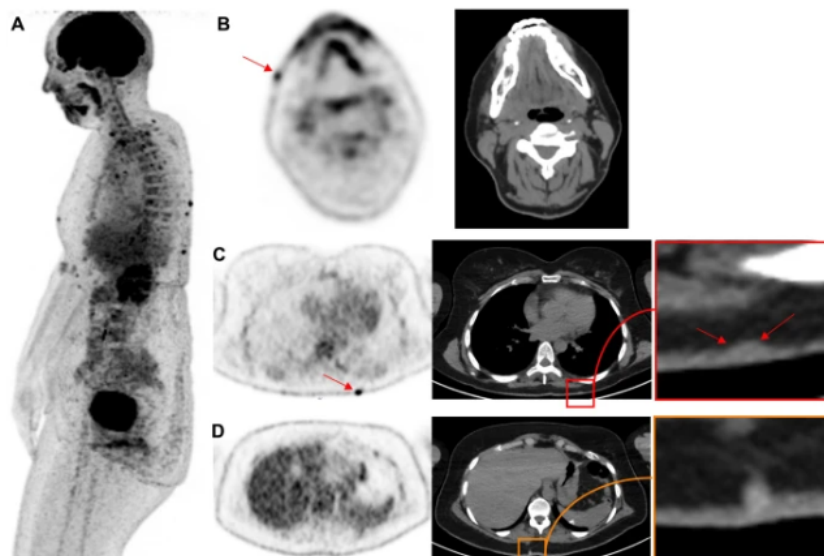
PET false positives. Σημάδια ακμής στο πρόσωπο (A),(B) και στον κορμό (C) μοιάζουν με καρκινικά
